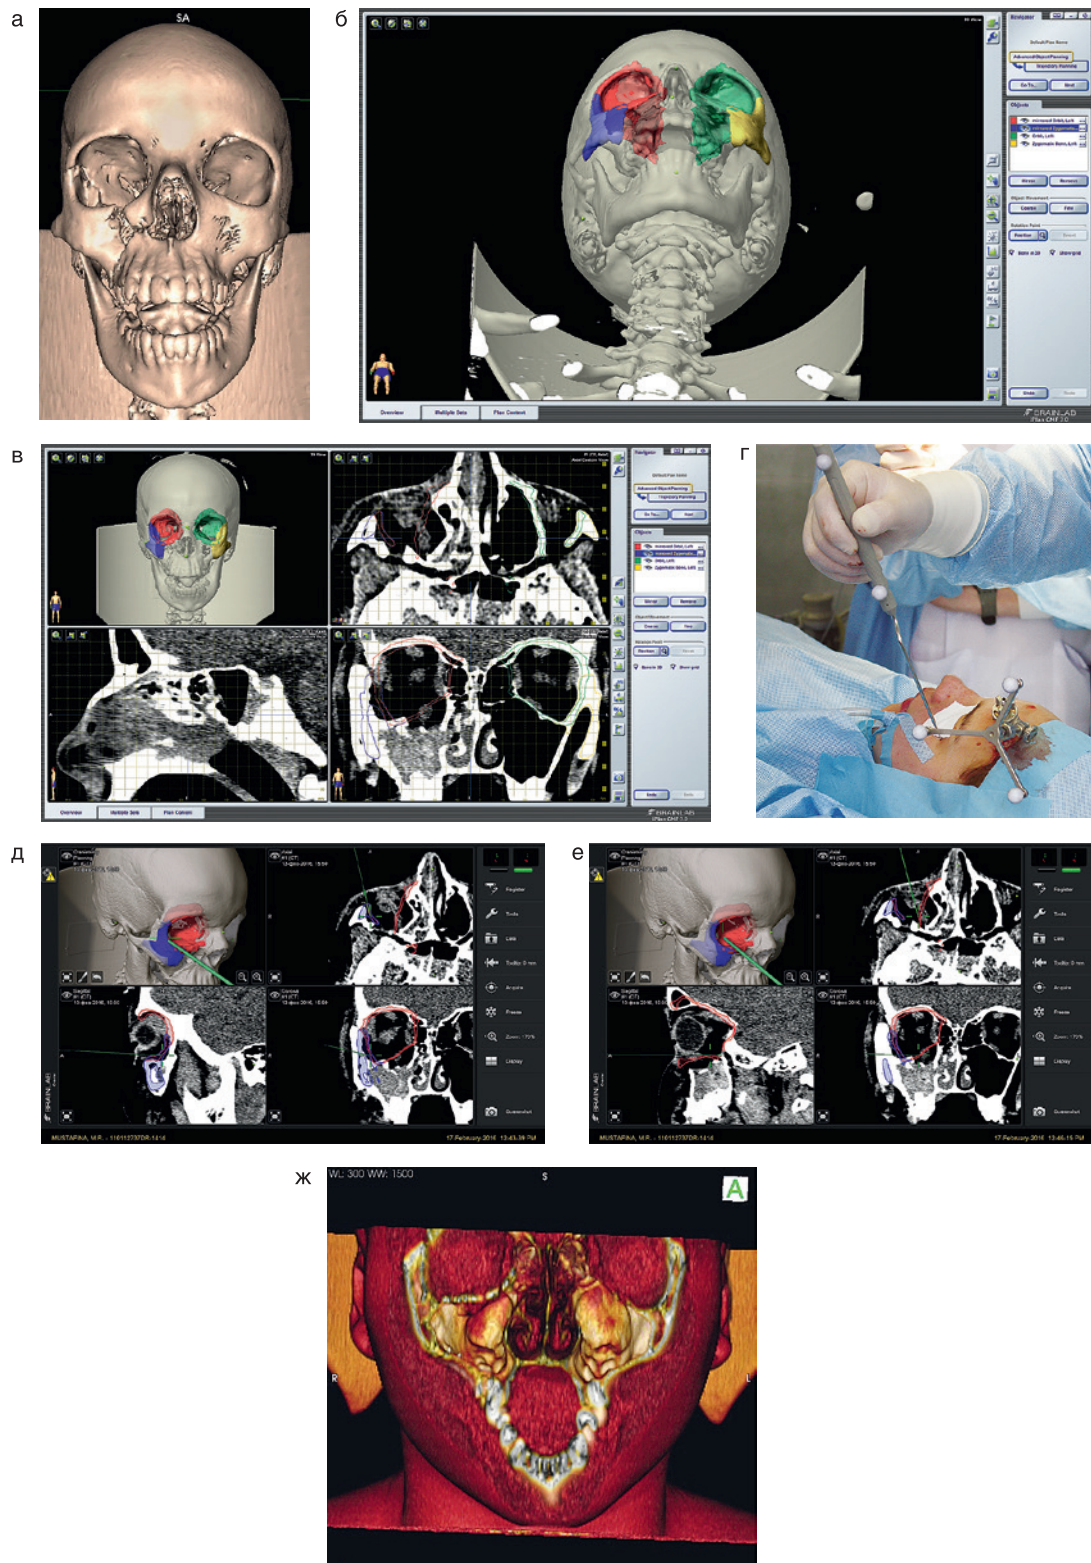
Клинический пример: а) Компьютерная томограмма пациентки до операции; б) вид виртуальной модели в навигационной станции; в) этап сегментации и «зеркального» отображения скуловой области на стороне деформации; г) регистрация головы пациента с использованием оптического модуля навигационной станции «BrainLab 18070 Kick»; д) интраоперационный контроль положения скуловой кости; е) интраоперационный контроль положения орбитального имплантата; ж) контрольная томограмма лицевого скелета через 6 месяцев после операции
